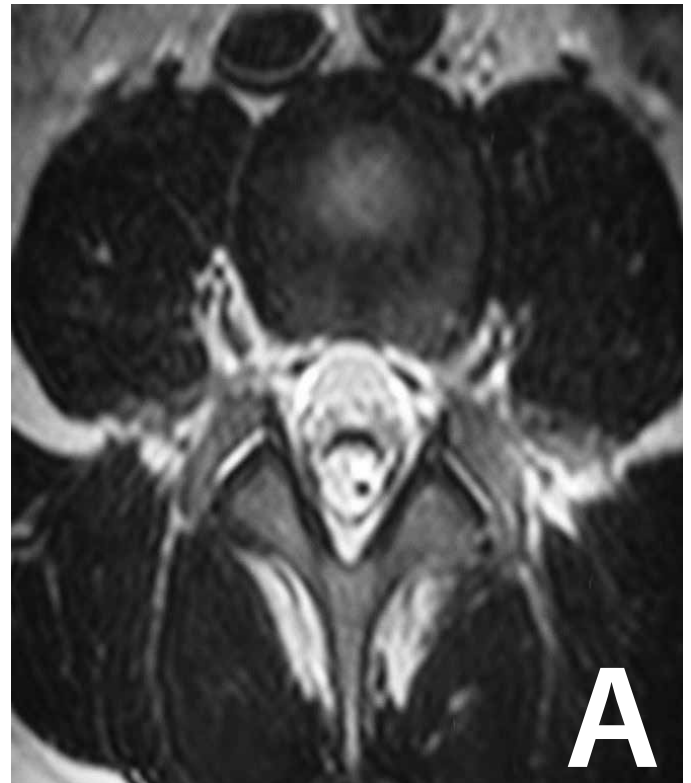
Ressonância Magnética, em corte axial da coluna lombar, evidenciando uma lesão posterior no canal medular no trajeto de L4-S2 com hipersinal em T2 (A) e T1 (B).
